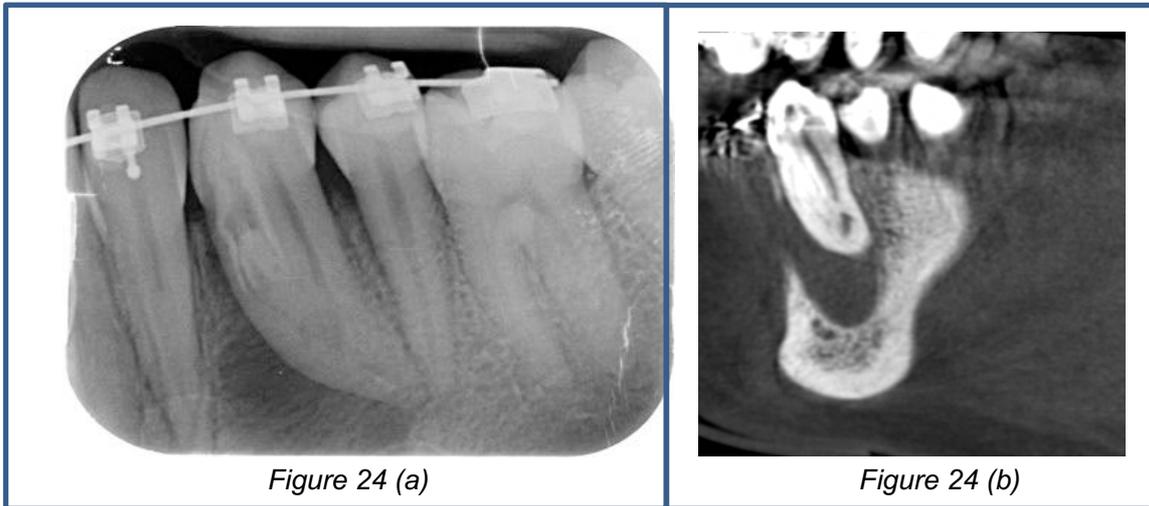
radiographies pré (a), per (c) et post-opératoires (d) et coupe de cone beam (b) de la première prémolaire mandibulaire gauche. Cette dent présente une aberration morphologique canalaire et radiculaire appelée dens invaginatus ou dens in dente, suite à une dysmorphogénèse.
